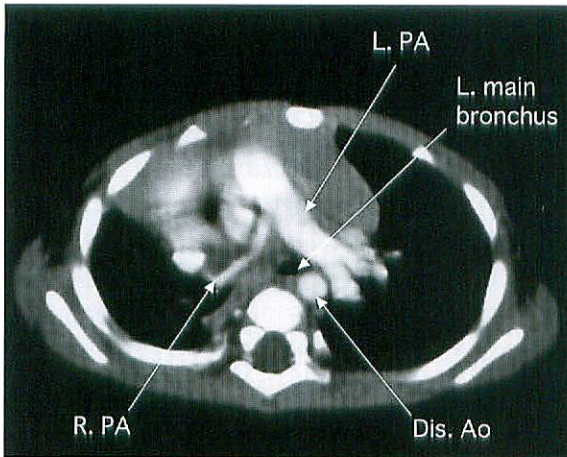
Axial CT scan of case 2 shows small right pulmonary artery and relatively dilated left polmonary artery compressing left main bronchus.
